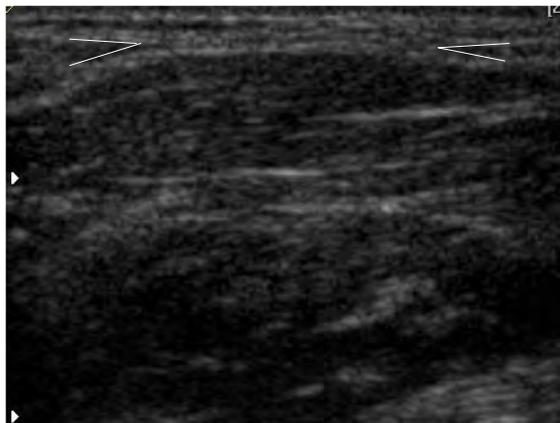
Los límites laterales de la imagen del ultrasonido son bien marcados por un ángulo agudo (morfología en V) , dando la típica imagen de un yo-yo.
